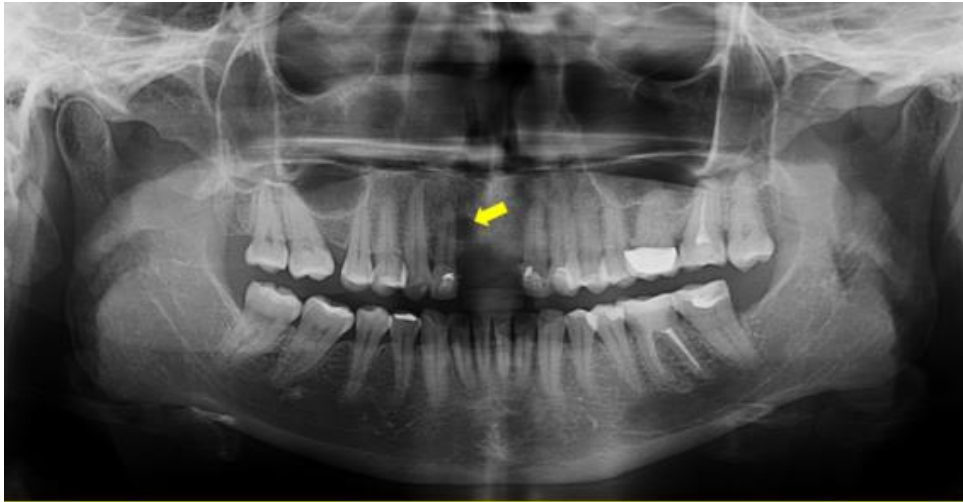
Radiografía panorámica donde se observa una lesión de forma redonda ubicada a nivel para radicular mesial, a nivel de un conducto lateral, de límites definidos (quiste radicular lateral de origen inflamatorio).
